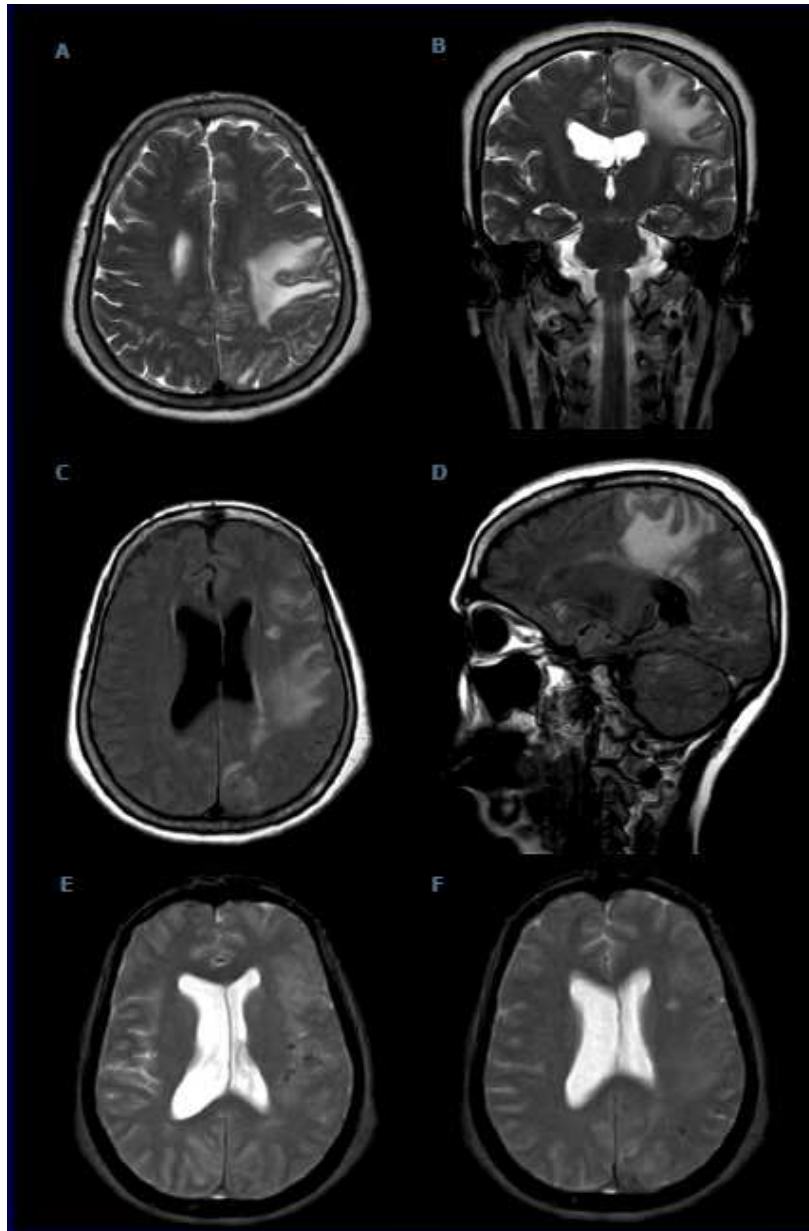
Resonancia Magnética. Secuencias: T2 coronal (A) y axial (B), y FLAIR coronal (C) y parasagital (D) y muestran lesiones hiperintensas subcorticales; en EcoGradiente (E, F), focos de microhemorragia compatibles con AA.
